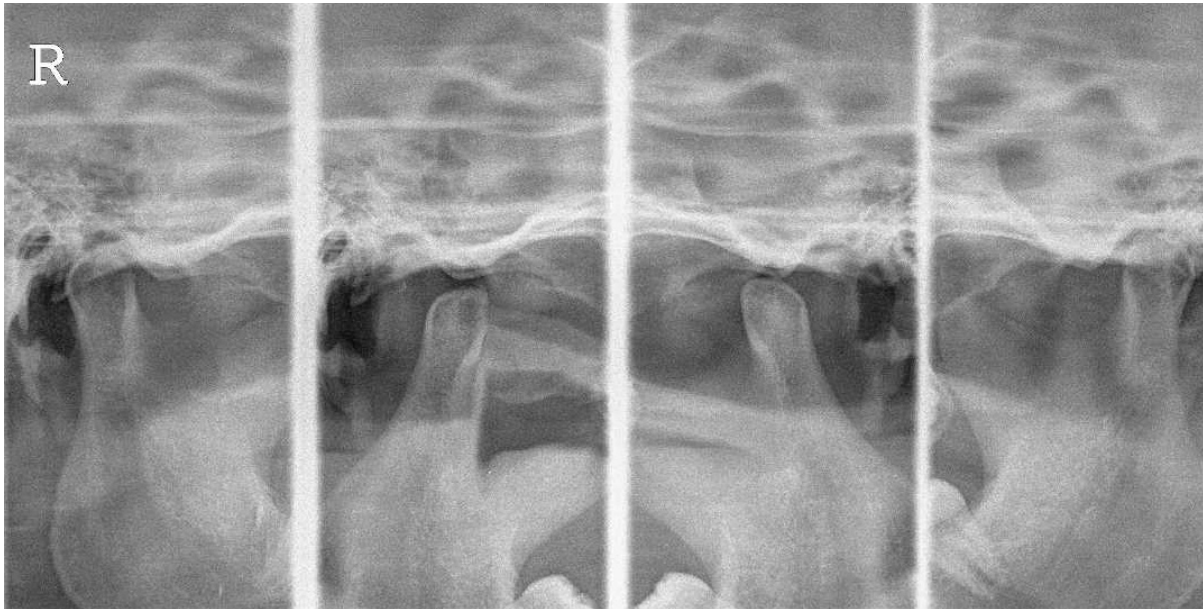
TM panoramic radiography 2 year 5 month after initial examination
